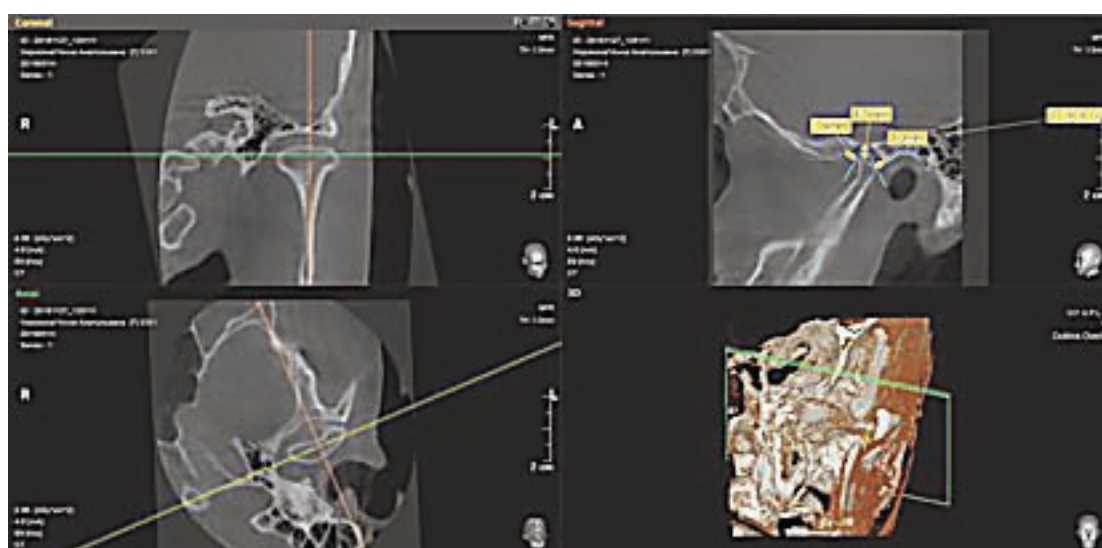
Компьютерная томограмма височно-нижнечелюстного сустава после лечения, без шины. Улучшение положения головки нижней челюсти
